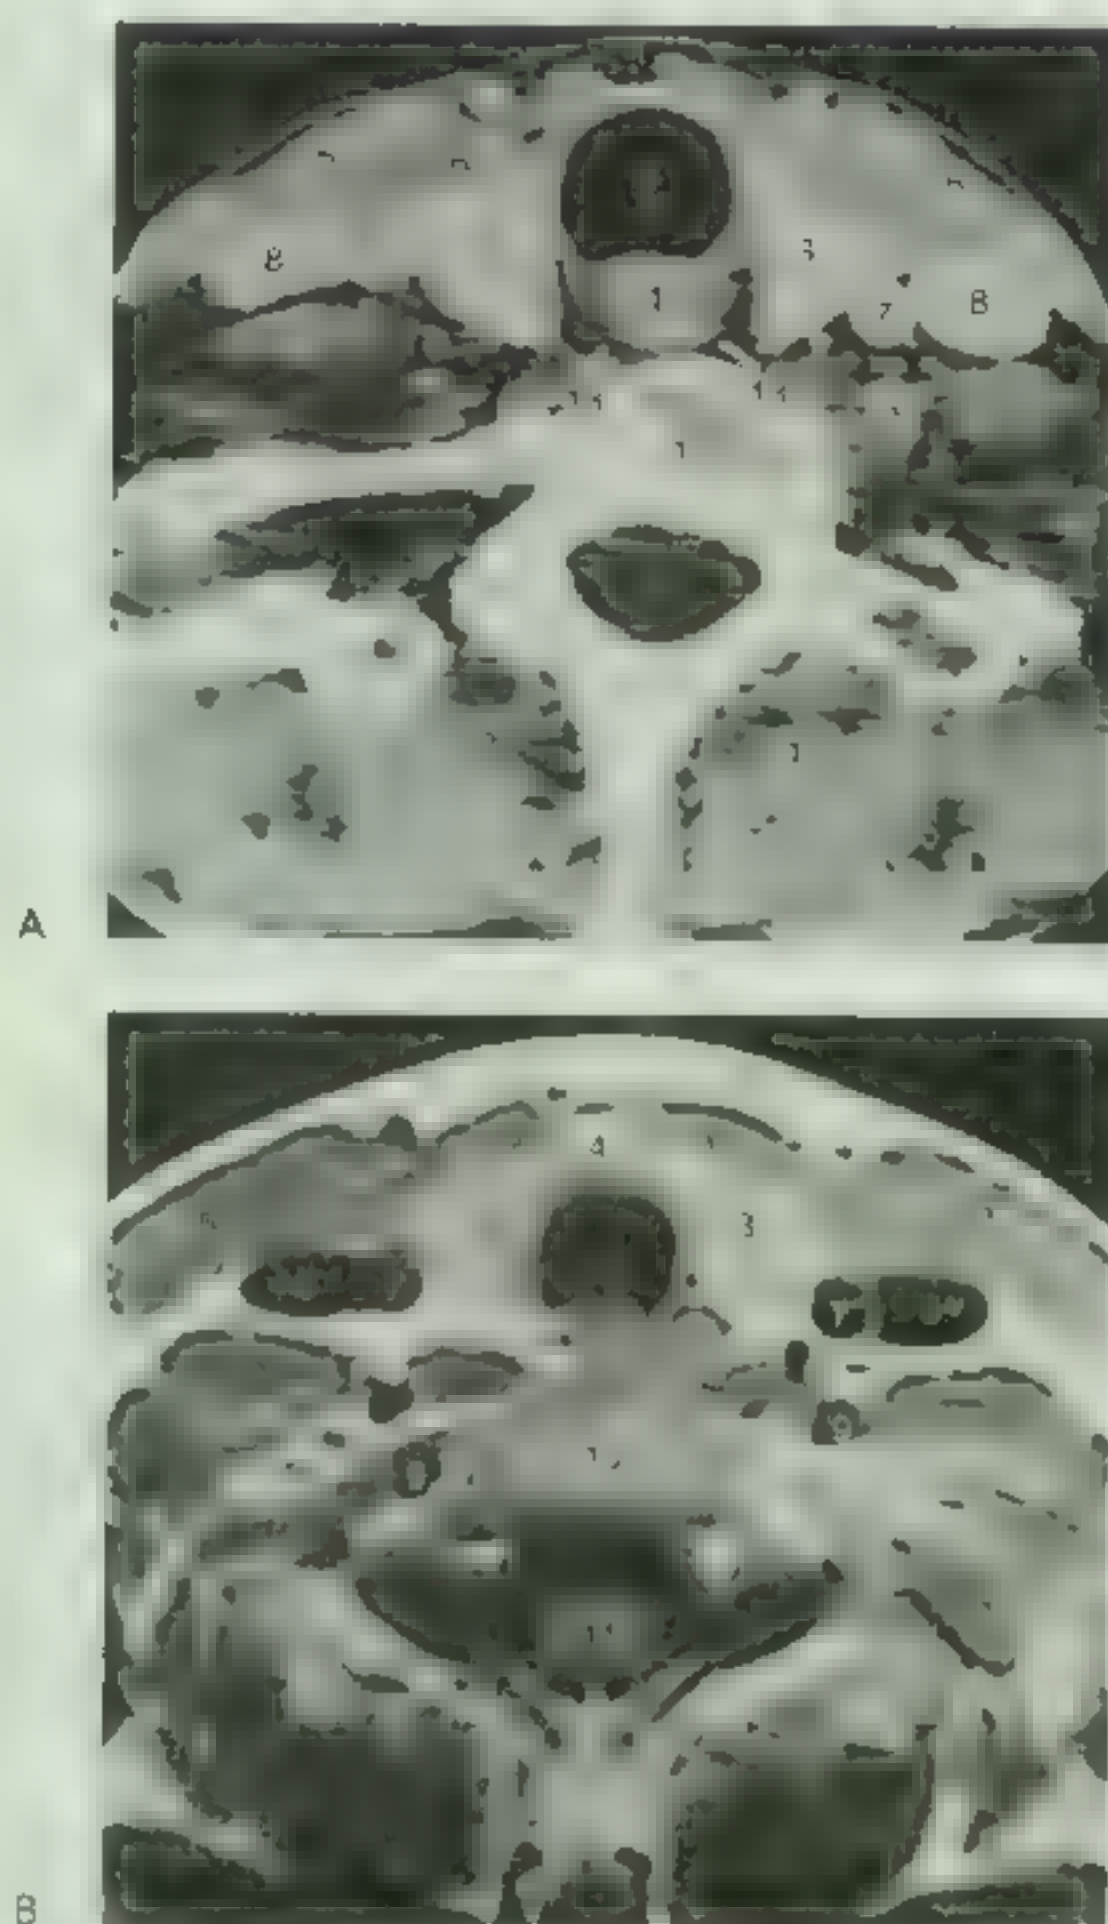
通过甲状腺的颈部横切面 A. 经甲状腺侧叶的 CT 扫描图像 (此图由加拿大多伦多大学医学影像学副教授 Dr. Keller M 博士提供) B. 经甲状腺峡部的 MRI 扫描图像。1. 食管 2. 气管 3. 甲状腺侧叶 4. 甲状腺峡部 5. 胸锁乳突肌 6. 胸骨舌骨肌 7. 颈总动脉 8. 颈内静脉 9. 椎动脉 10. 椎体 11. 脑脊液中的脊髓 12. 颈部的深层肌 13. 咽后间隙 (此图由加拿大多伦多大学三医院磁共振中心主任 Dr. Kucharzyk W 博士提供)
